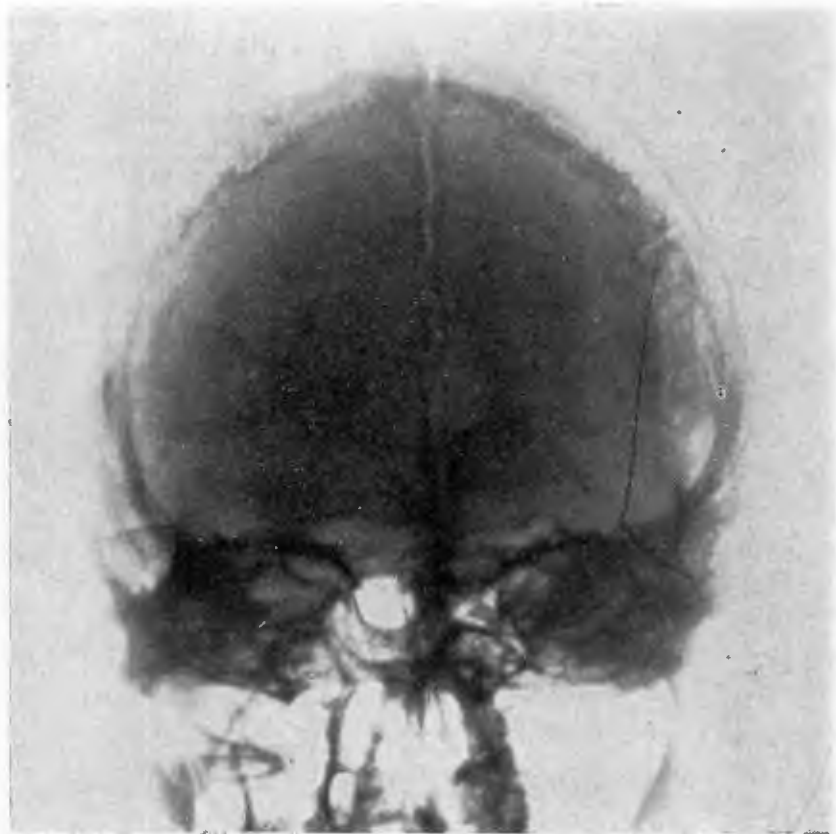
Radiografía fronto placa, persistencia de la sutura metópica medio frontal.
